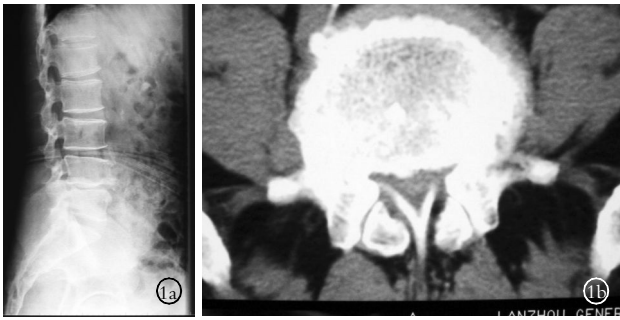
男,55 岁 1a.腰椎侧位 X 线片仅见退行性变,椎间孔处未见黄韧带骨化影 1b.轴位 CT 显示 L<sub>4,5</sub> 平面呈连续性 V 形骨化的黄韧带,椎管极度狭窄
